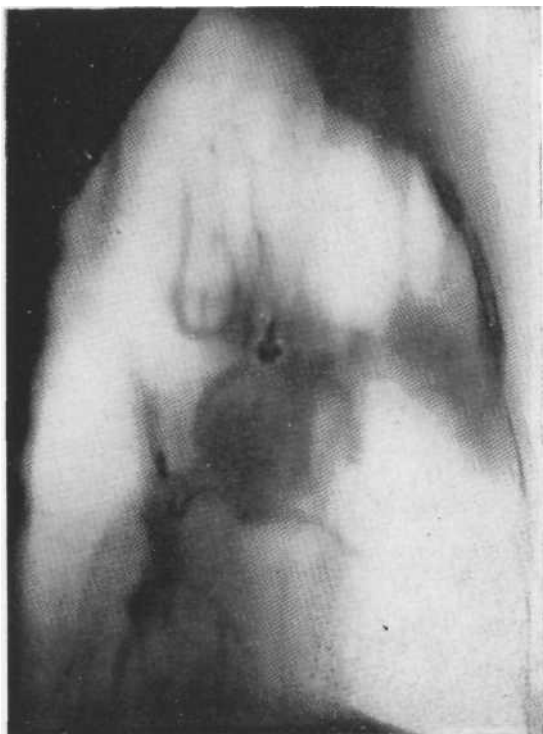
Томограмма правого легкого в косой проекции. Бронхиолит типа «айсберга» закупоривает III сегментарным бронх. Одна часть камня расположена в просвете сегментарного бронха, другая — вне его. Ретро-стенотическое воспаление. Операция.
